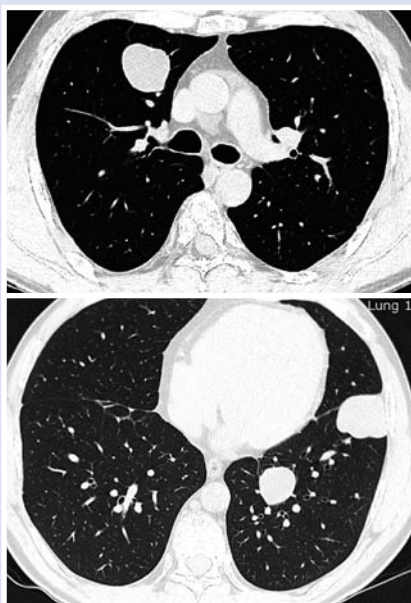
КТ лёгких больного Е. с эхинококковыми кистами.
